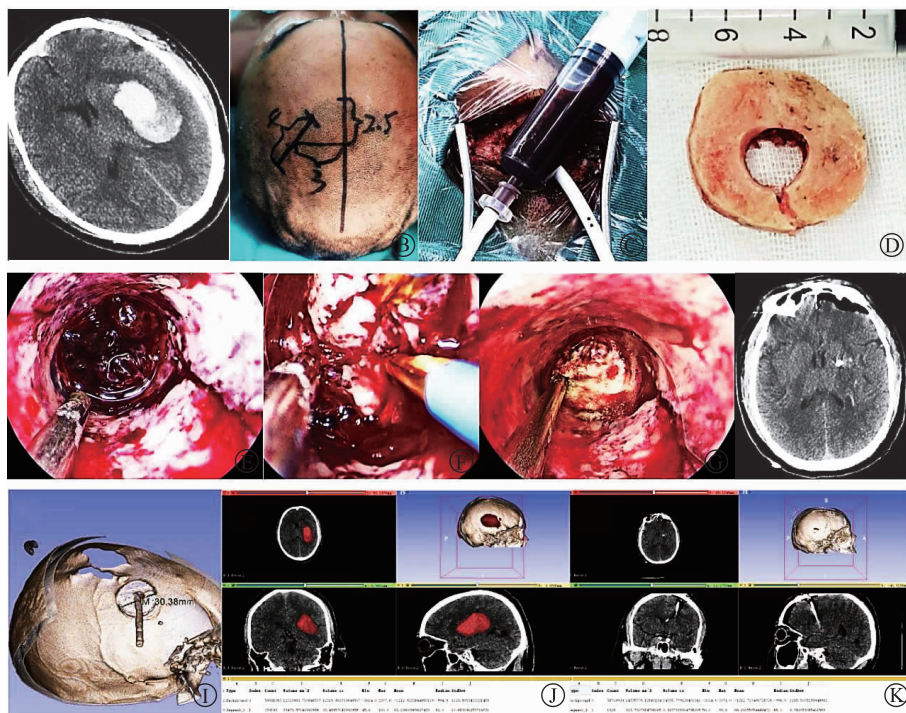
“钻孔引流 + 神经内镜”手术方式步骤 A 为术前电子计算机断层扫描 (Computed tomography, CT) 提示血肿位于左侧基底节; B 为标记左侧额部微切口线; C 为切开头皮后先行钻孔, 置入引流管抽吸部分血肿; D 为铣刀形成骨瓣; E 为置入内镜, 在直视下清除残余血肿; F 为内镜下直视彻底止血; G 为术后检查视野; H 为术后 CT 提示血肿清除理想; I 为术后 CT 三维重建显示骨瓣直径约 3 cm; J 为 3D-Slicer 软件分析显示术前血肿量为 33.5 mL; K 为 3D-Slicer 软件分析显示术后血肿量为 0.3 mL, 血肿清除率为 99.1%
